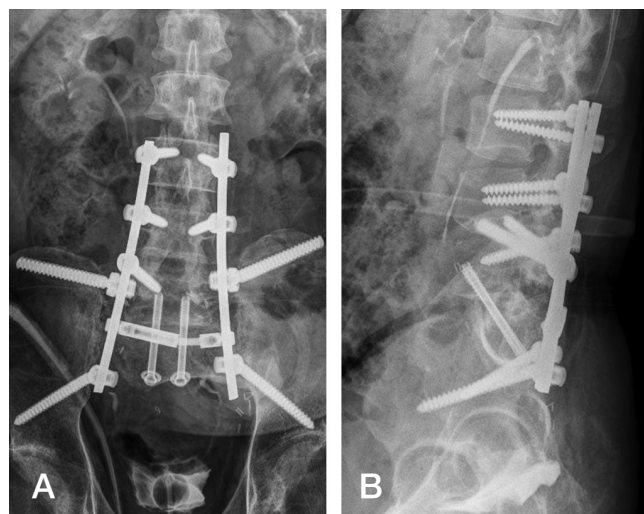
The pelvis anteroposterior (A) and lateral (B) radiographs show well-maintained fixation and graft material.
